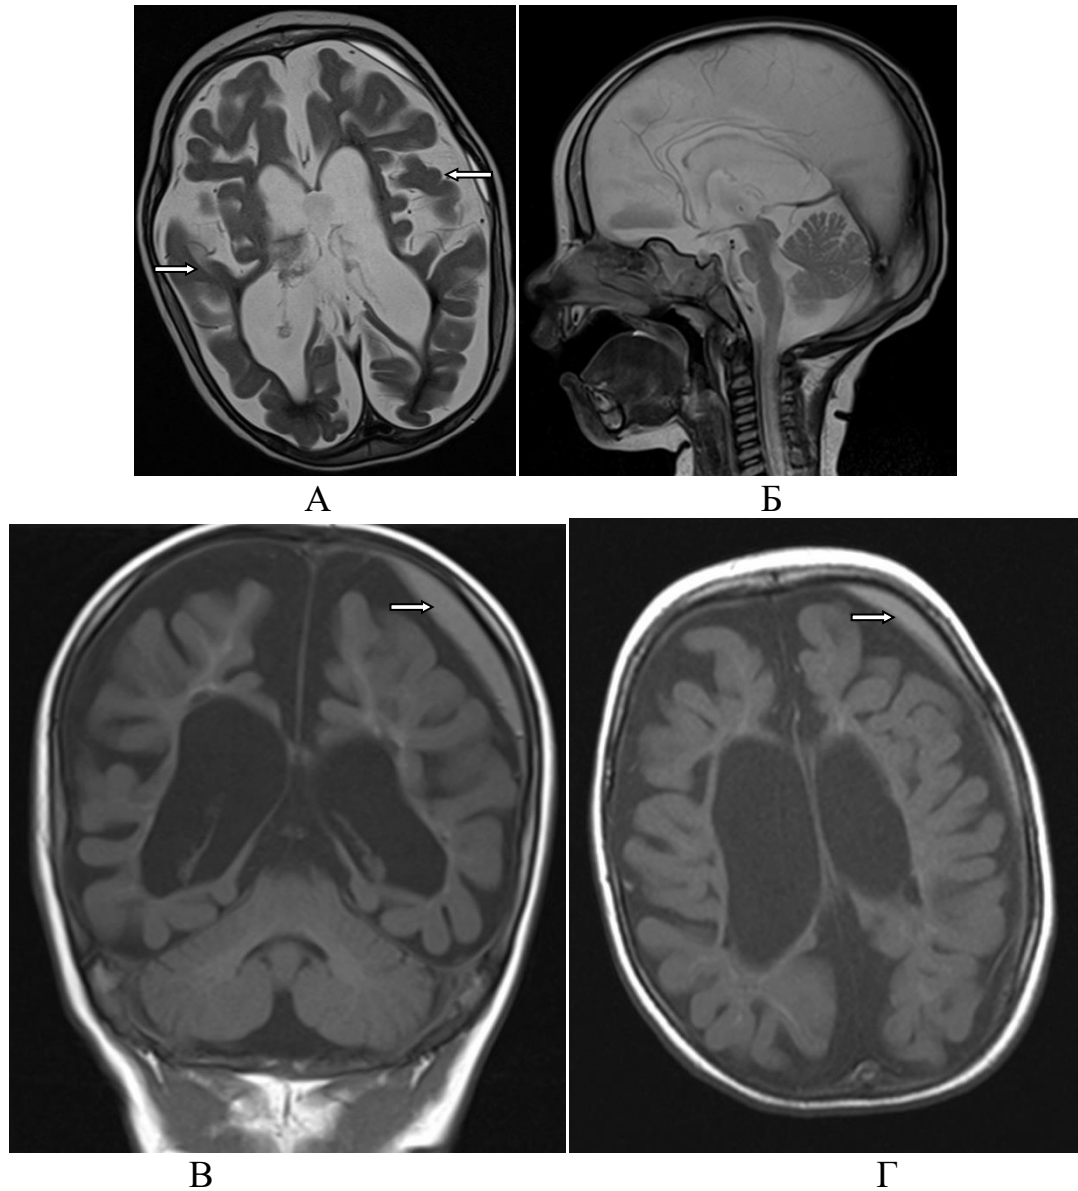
Пациент Д., 11 месяцев (ИБ №38912 2018 г.). Анамнез: тяжелое перинатальное ГИП ЦНС. Клинический диагноз: синдром Веста, ДЦП. МРТ: атрофические изменения вещества головного мозга (белые стрелки). Мозолистое тело резко истончено, боковые желудочки дилатированы. Субдуральная гигрома в левом полушарии (В, Г)
